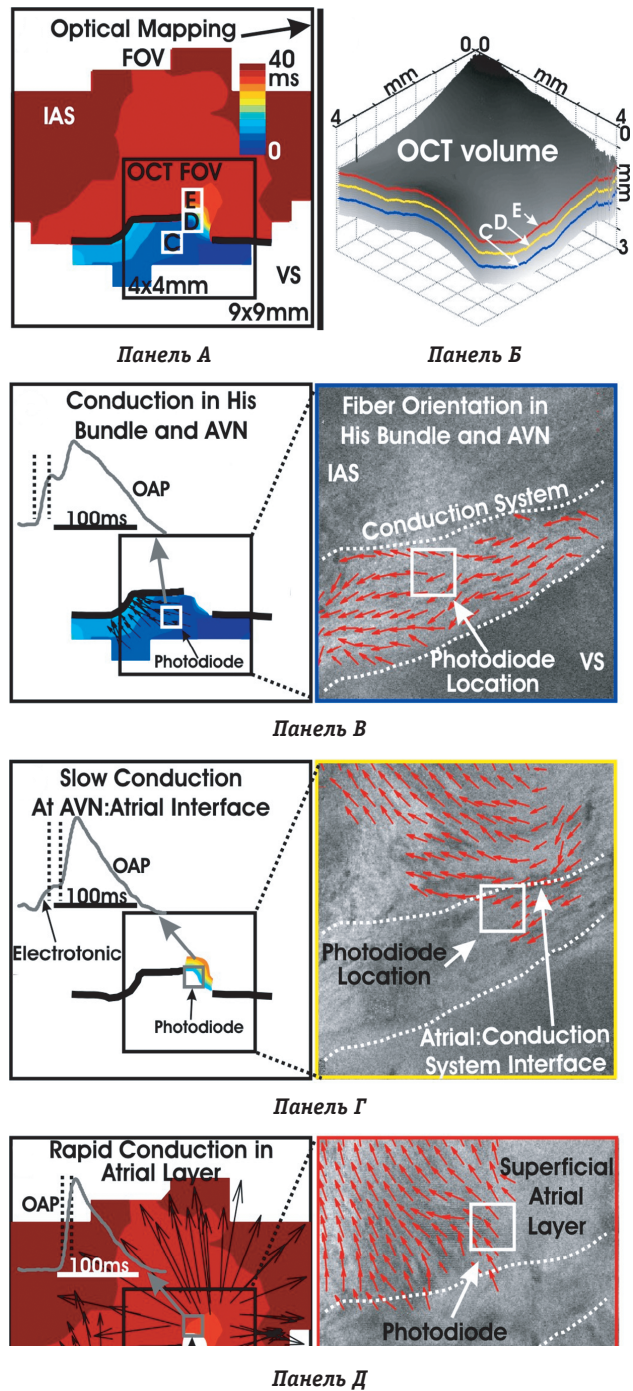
Оптическое картирование ретроградного проведения через АВ-узел, представленное совместно с данными оптической когерентной томографии. *Панель А* – представлены карты активации ретроградного проведения через АВ-узел в сердце кролика. Синим цветом показано проведение в направлении пучок Гиса (His) – АВ-узел (AVN) – нижнее узловое расширение (ИНЕ). Красным цветом показана активация предсердия после ретроградного проведения через быстрый путь проведения в АВ-соединении. *Панель Б* – объемная картинка, записанная с помощью оптической когерентной томографии, демонстрирует три слоя ткани, изображенные на *панелях В, Г, Д*. *Панель В* – представлена карта проведения возбуждения и фотографии оптической томографии от глубокой структуры пучок Гиса (His) – АВ-узел (AVN) – нижнее узловое расширение (ИНЕ). На левой панели представлены двухкомпонентный оптический сигнал и соответствующая карта активации. Правая панель демонстрирует направление ориентации миокардиальных волокон, реконструированы на основе данных оптической томографии. Необходимо отметить, что возбуждение проводится вдоль волокна. *Панель Г* – представлены карты проведения возбуждения и ориентации волокон в средних слоях АВ-соединения, содержащих быстрый путь проведения. Необходимо отметить, что наиболее медленное проведение возбуждения происходит в направлении, поперечном ориентации волокон. *Панель Д* – проведение по предсердной ткани. Видно, что быстрое проведение возбуждения происходит вдоль волокон (воспроизведено с разрешения В.Р. Choi [58])
